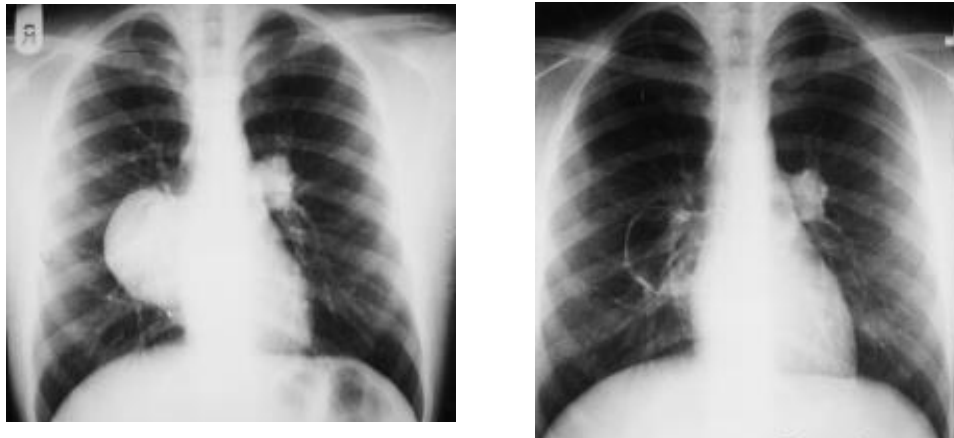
Radiografía de tórax donde se observa un quiste pulmonar, antes del tratamiento (izquierda) y después del tratamiento con albendazol (derecha), (Keshmiri y col. 1999).
